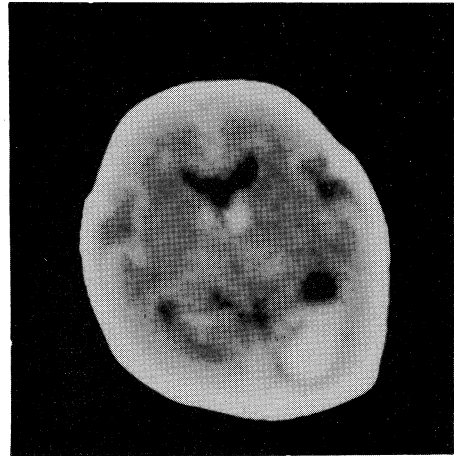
CT scan on admission, (case 1).
